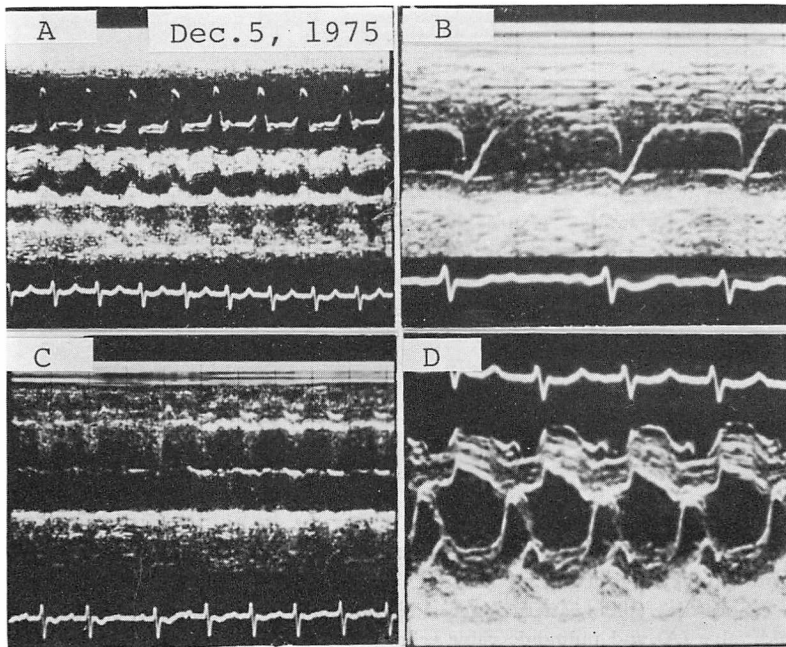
Echocardiograms of the same patient as shown in Fig. 4 and 5, recorded 3 months after admission.
